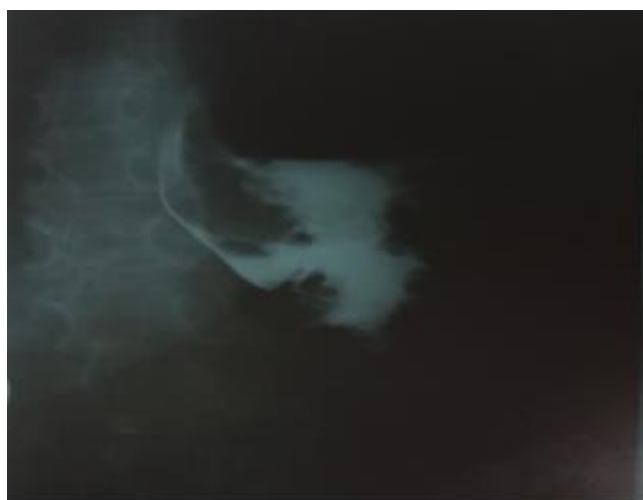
Рентгенконтрастное исследование пищеводно-желудочного перехода
